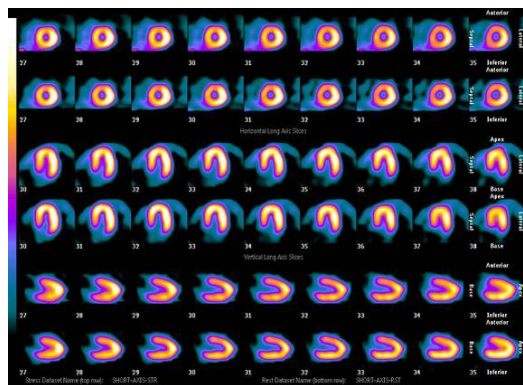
Cortes tomográficos nas fases de repouso e estresse em estudo de SPECT do miocárdio, para comparação.
